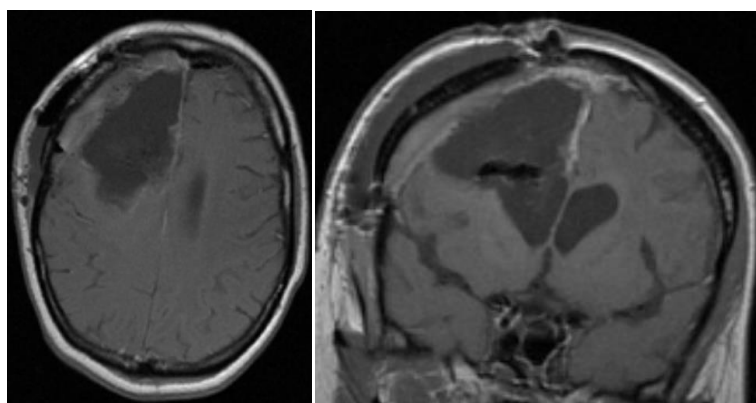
МРТ головного мозга пациентки В-вой. после четвертой операции
